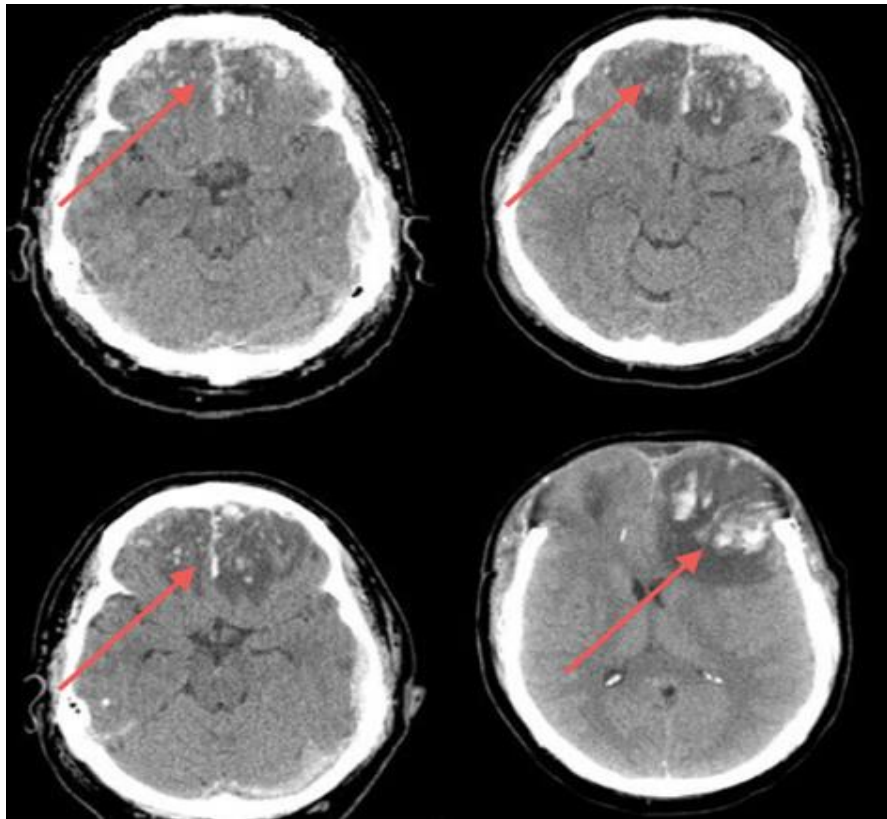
Спостереження №82. КТ хворого Г-ян, 36 років, ЗЧМТ (історія хвороби №22446). КТ пацієнта при госпіталізації — 12 балів по ШКГ (А) забої II типу в обох лобних долях. Б — контрольна КТ після клінічного погіршення через 8 годин після госпіталізації, рівень свідомості 10 балів за ШКГ виявила наростання периконтузійного набряку за відсутності ознак ВГПЗ. Хворому проводився моніторинг ВЧТ та на фоні протинабрякової терапії із рефрактерною внутрішньочерепною гіпертензією виявлено подальше прогресування набряку головного мозку (В). Хворому проведено біфронтальна декомпресійна трепанація черепа (Г). В лівій лобній долі візуалізуються вогнища геморагічної прогресії в лівій лобній долі.
